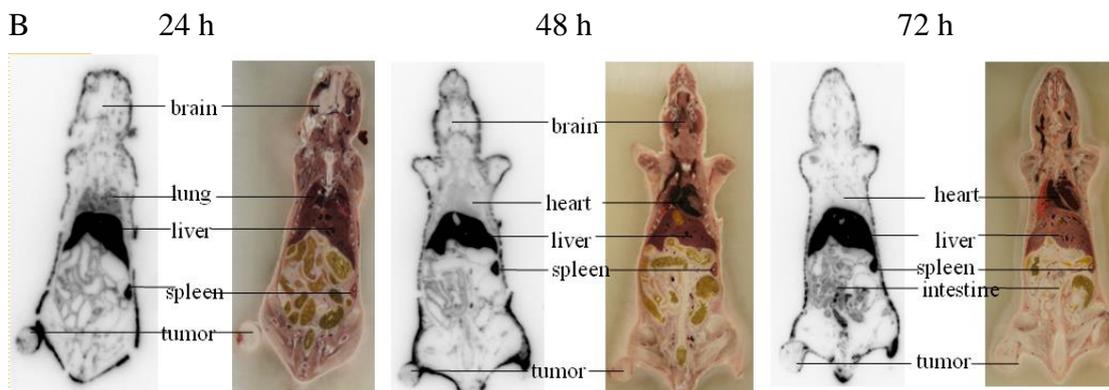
(A) In-111-liposome 在 SKOV3-ip1/luc 裸小鼠的腫瘤動物模式之 microSPECT/CT 之造影。白色箭頭處 SKOV3-ip1/luc 腫瘤。(B) 相同腫瘤模式下之 Autoradiography 實驗結果。結果顯示在此動物模式下，In-111-liposome 在腫瘤中的吸收低。
